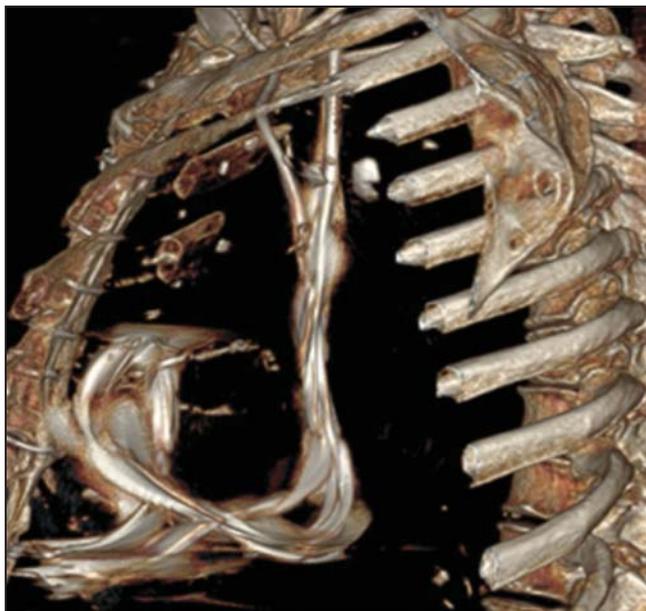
МСКТ грудной клетки, визуализация топографии ранее имплантированных (инфицированных) электродов ЭКС слева (два красных) и функционирующего справа (синий). Один из электродов фиксирован в зоне перегородки и целиком расположен в полости ПЖ в свернутом виде, конец в ВПВ.
